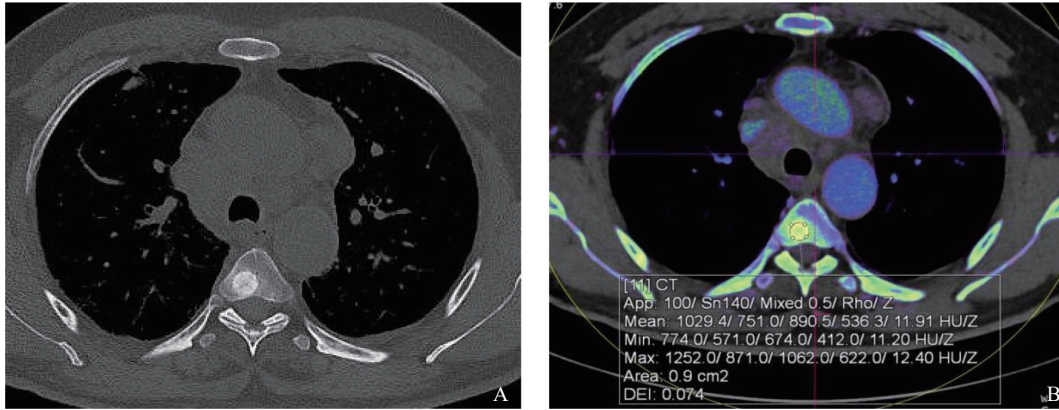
典型病例1（患者，男性，70岁，肺腺癌，T4椎体骨型转移瘤）CT图像
